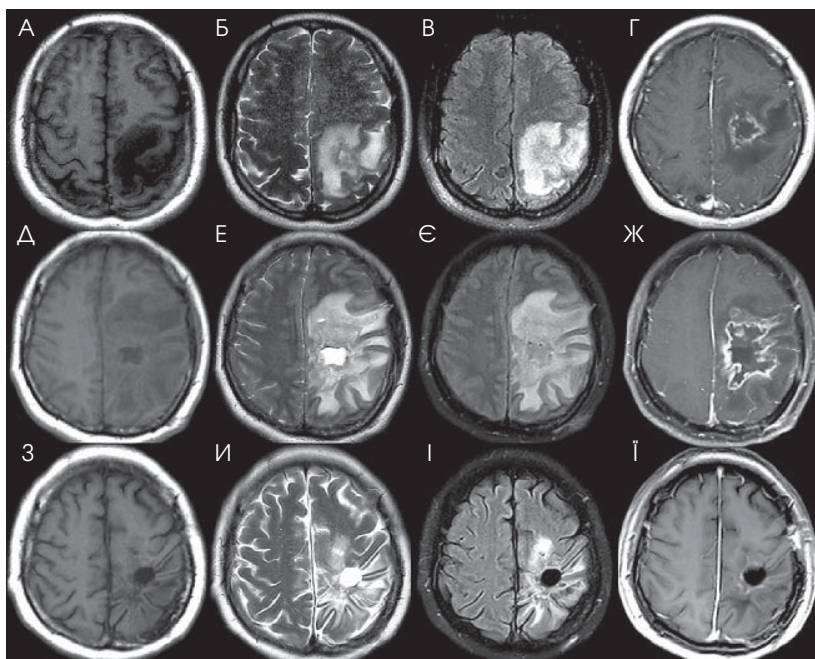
МРТ в аксіальному T1-зваженому (А), T2-зваженому (Б) та FLAIR-режимі (В). Гетерогенна маса розміщена в лівій потиличній частці. Вогнище неправильної форми з накопиченням контрасту по периферії в T1-зваженому режимі (Г); Д—Ж — МРТ після оперативного втручання з розлитим набряком у лівій лобно-скроневій зоні. Вогнище підсилене контрастом у лівій тім'яній частці при повторній МРТ у T1-зваженому (З), T2-зваженому (И), FLAIR (І) та T1-зваженому режимі з контрастуванням (І). Адаптовано з [19].
